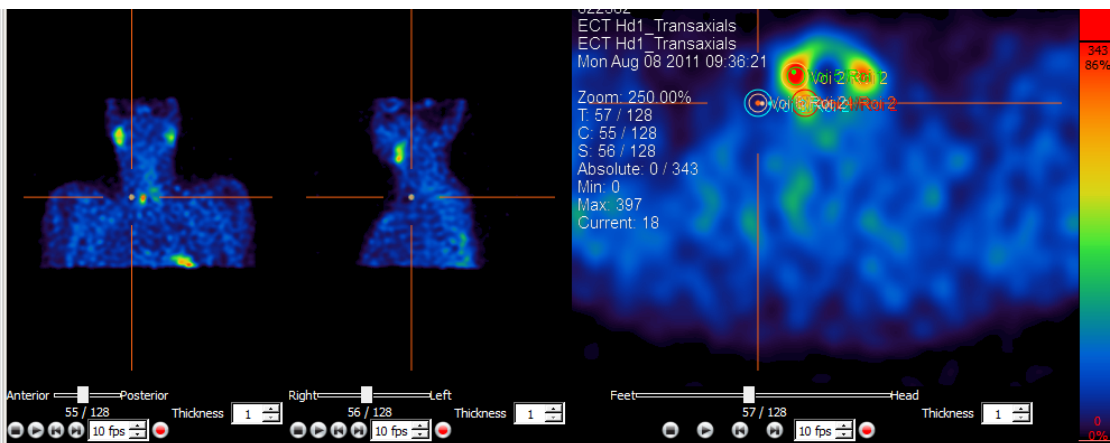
SPECT nach iterativer Dekonvolution desselben Patienten wie in Abbildung 7 mit identischer Lage der ROI (region of interest).
